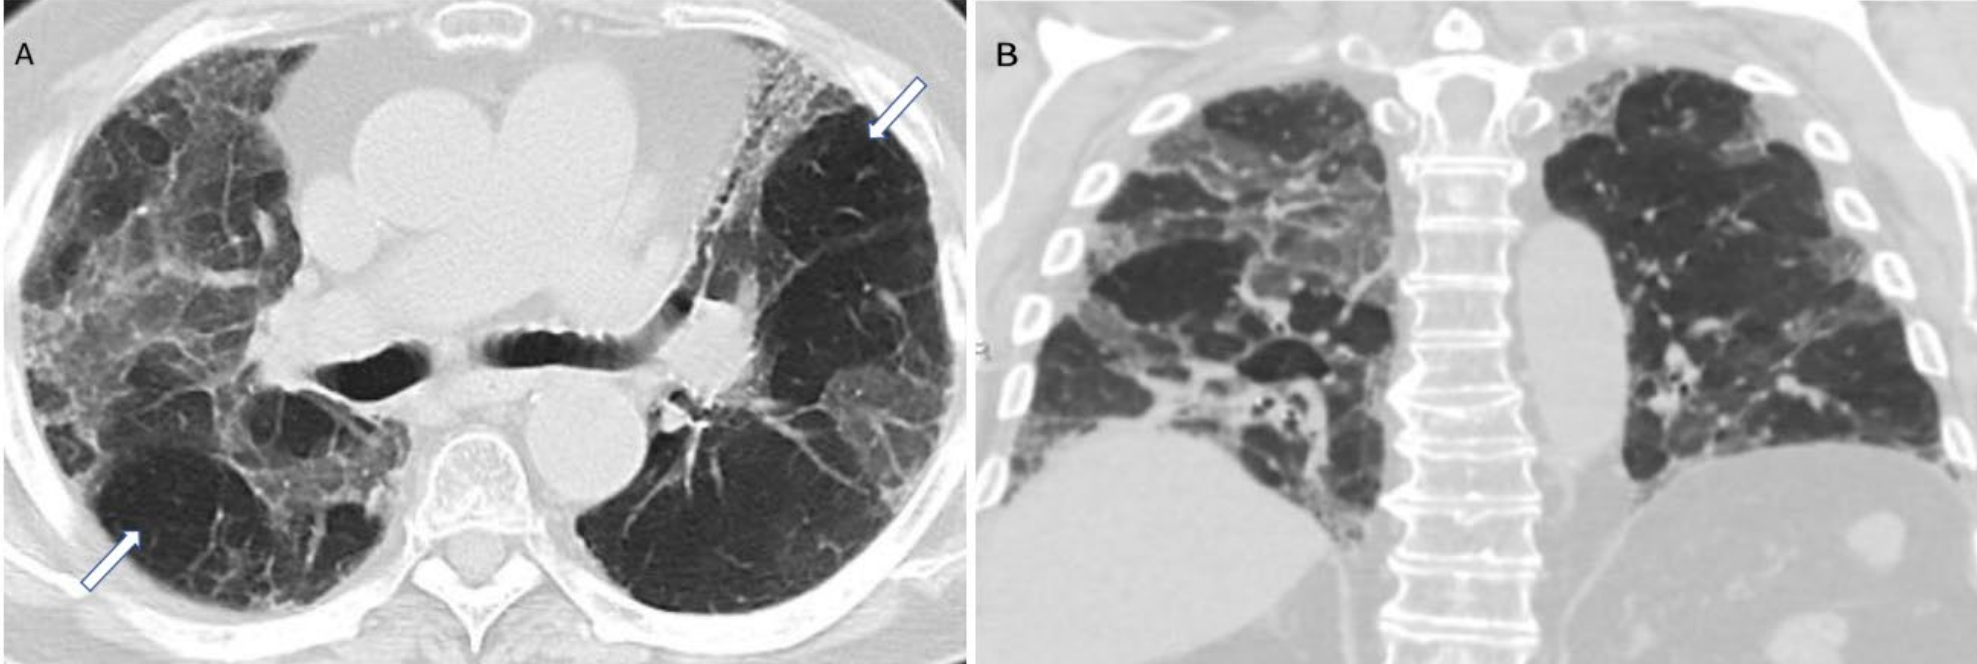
Compatible with fibrotic HP. Axial and coronal expiratory phase CT (A,B) shows coarse reticulations and minimal traction bronchiectasis superimposed on extensive upper lung predominant GGOs with peribronchovascular and subpleural distribution. Air trapping (arrows) is evident.
